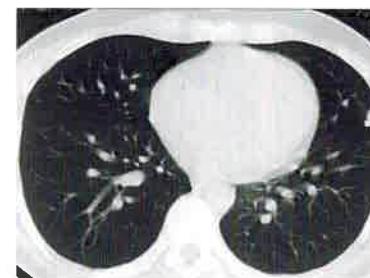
Компьютерная томография органов грудной клетки: субплевральное образование в легком
